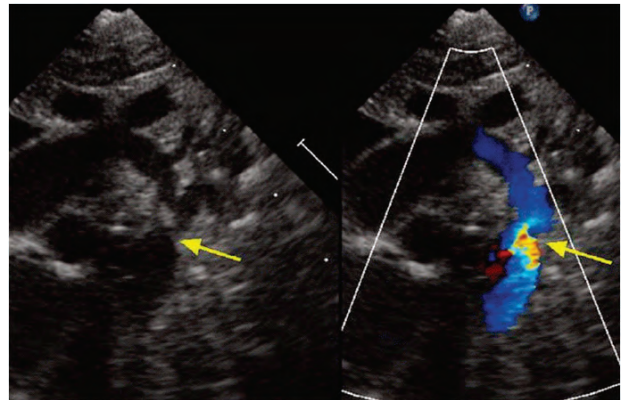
Vista Supraesternal Bidimensional y Doppler Color de una Coartacion de Aorta ligera.
